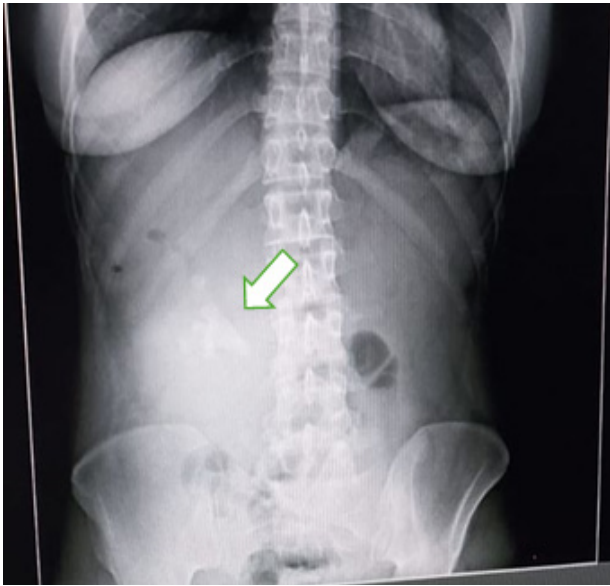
Radiografía de abdomen simple de pie: se evidencia el signo de 'cuerno de ciervo' del lado derecho (flecha)
